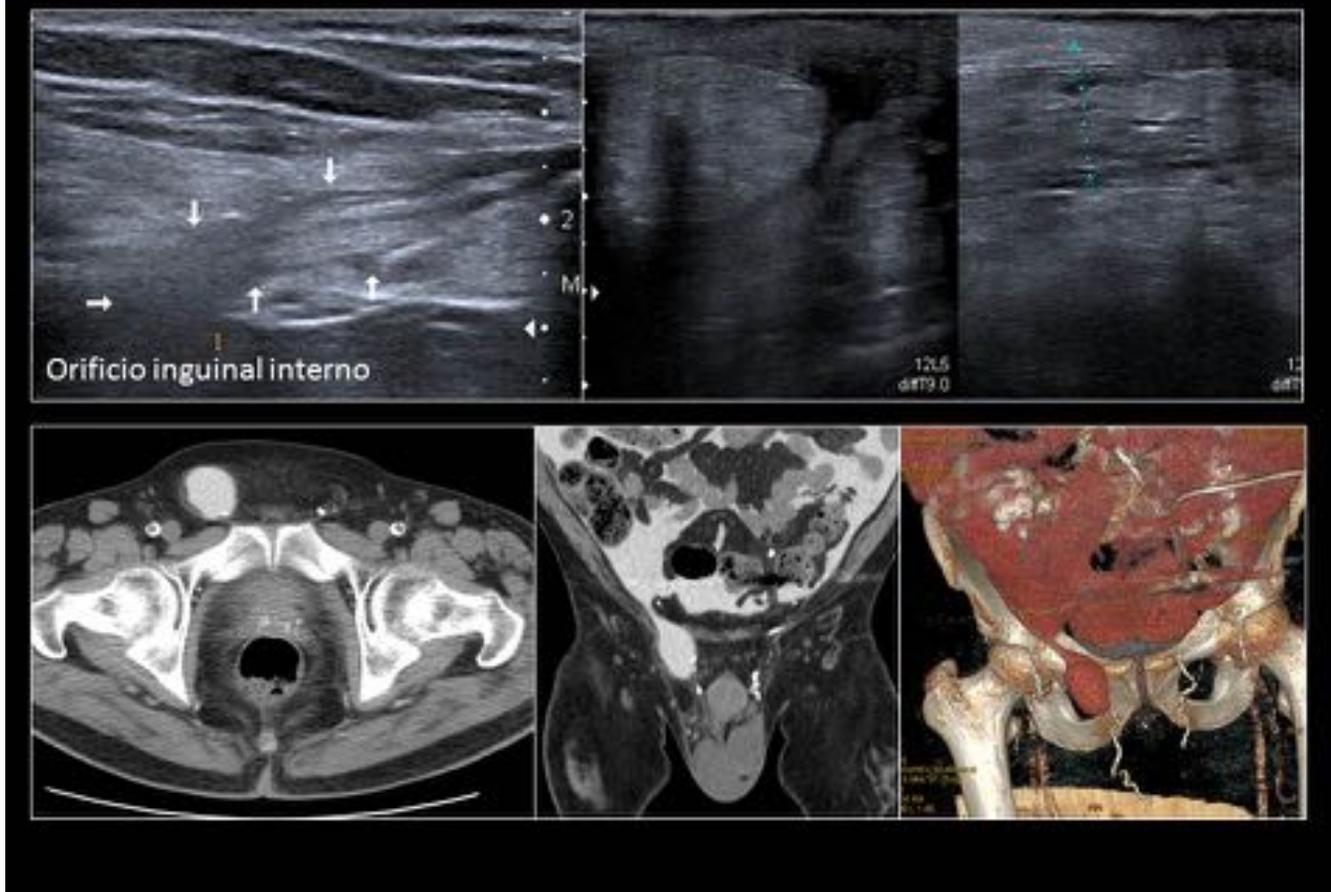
Hernia inguinal. Hernia inguinal derecha con contenido graso en paciente en DPCA sin signos de complicación, evidenciada mediante ecografía y confirmada mediante TC peritoneografía.
